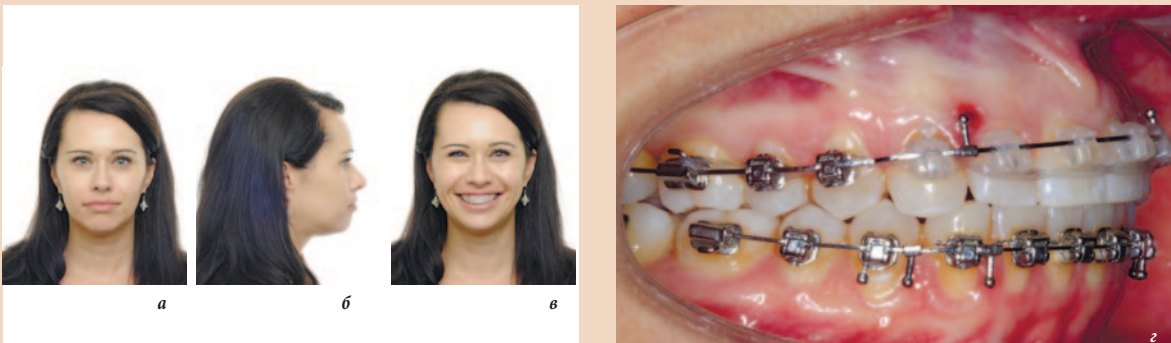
Клиническая картина через 10 мес интрузии
